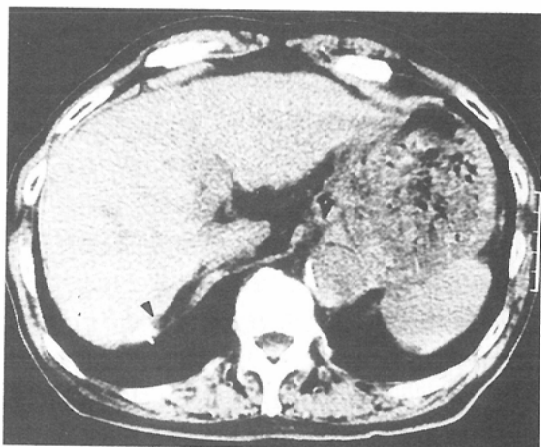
CT 10 months after SSS shows only a faint low density area in the right lobe of the liver (arrow head).
